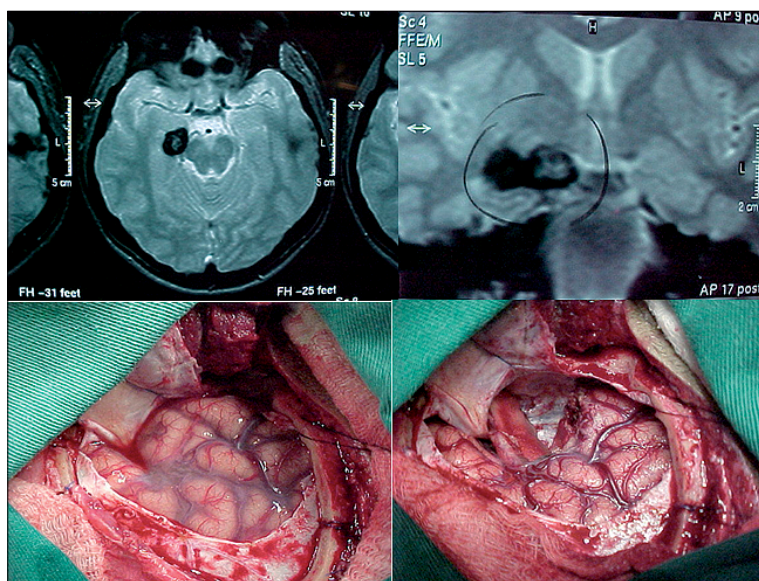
Caso de paciente que presentaba convulsiones de difícil control, refractarias a medidas clínicas, cuyas imágenes de RM evidenciaban una lesión cavernosa en la región temporal derecha, siendo, por tanto sometido al abordaje quirúrgico, con lobectomía parcial temporal, y exeresis de la lesión.
